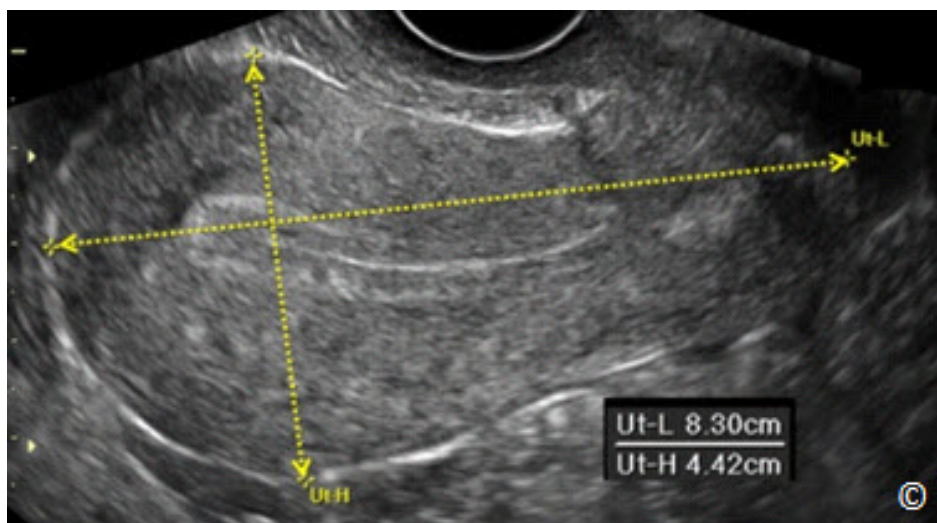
Ultrasonido transvaginal de un plano sagital medio del útero que muestra las mediciones de longitud uterina (Ut-L) y el diámetro anteroposterior (Ut-H).
